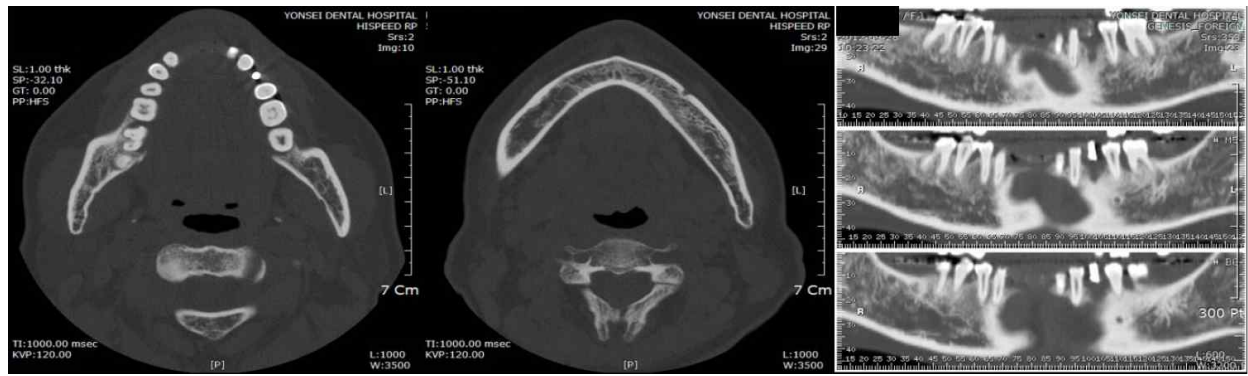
The CT imagine after radiology stent.
